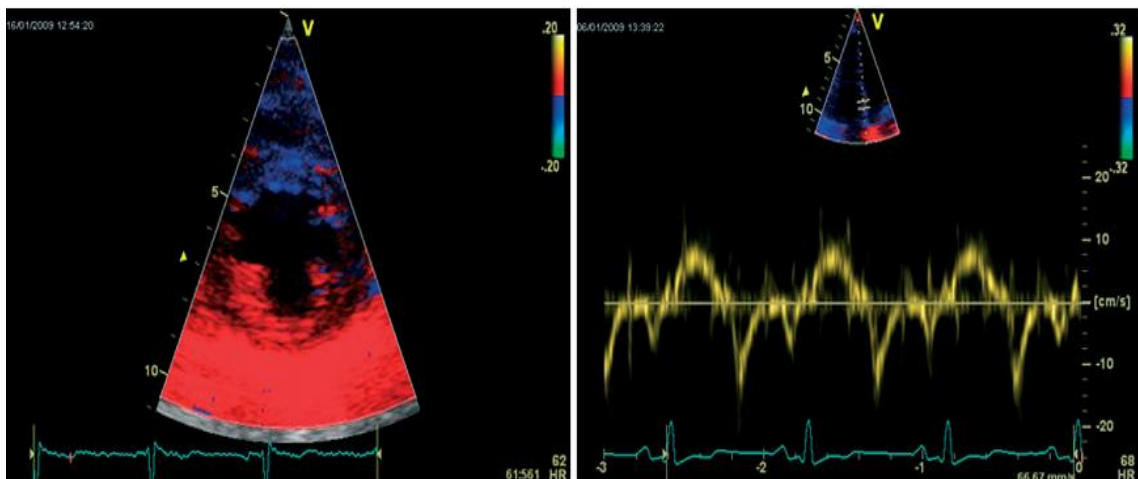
Khảo sát Doppler xung qua van hai lá[106]
